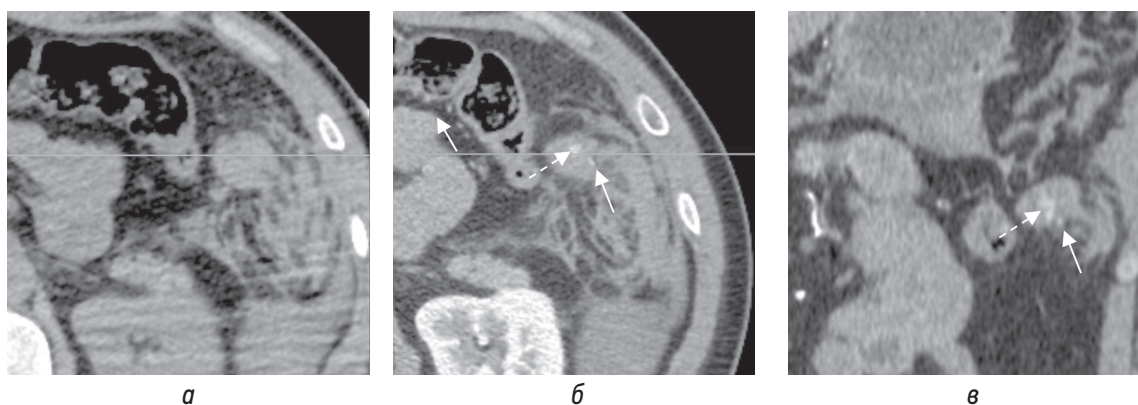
КТ-изображения в аксиальной плоскости в нативную (а) и артериальную фазу (б) и соответствующее изображение в артериальную фазу во фронтальной плоскости на уровне экстравазации (б, в; пунктирная стрелка) из сальниковой артерии (б, в; сплошная стрелка)
